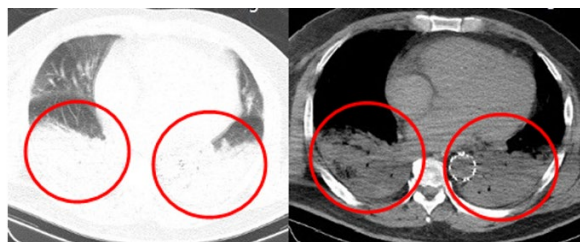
Thoracic CT reviewed
